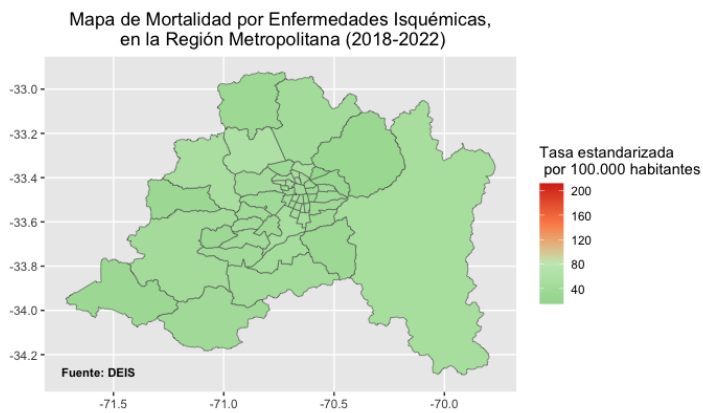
Mapas de mortalidad por Enfermedades Isquémicas en la RM (2018-2022)
